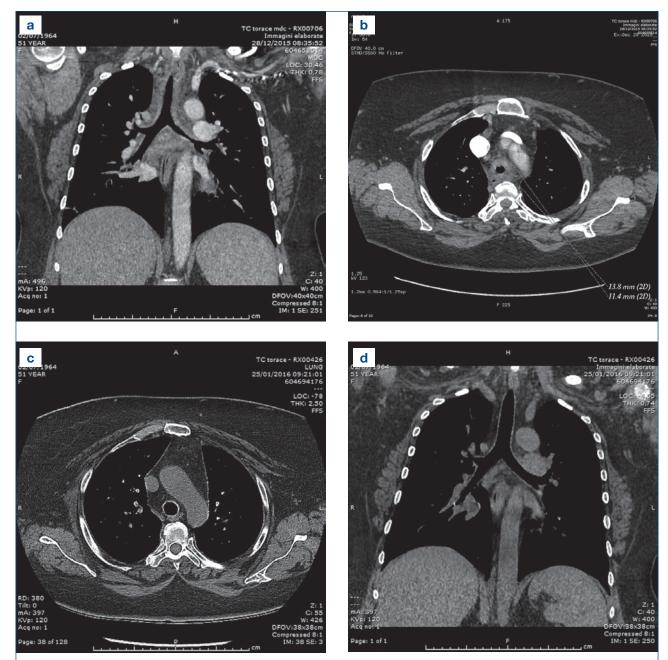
a. Immagine TC che mostra il concentrico ispessimento della trachea, oltre all'irregolarità della mucosa (sinistra). b. Ricostruzione coronale da TC che mostra l'area di ispessimento dei bronchi principali ed in particolare la stenosi del terzo distale del bronco principale di sinistra (destra). c. Immagine TC dopo 20 giorni di trattamento steroideo (sinistra). d. Ricostruzione coronale da TC dopo 20 giorni di trattamento che mostra la normalizzazione della parete dei grossi bronchi (destra).
